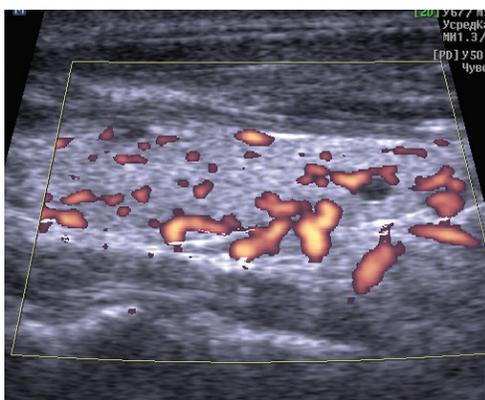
Пациент Б., 60 л., УЗИ (левая доля, продольная проекция, ЭДК). Умеренная активизация кровотока. Среди изоэхогенной ткани в каудальной части заметен овоидоподобной формы узел с анэхогенным содержимым, рядом с которым определяются 2-3 сосудистые пульсации.
